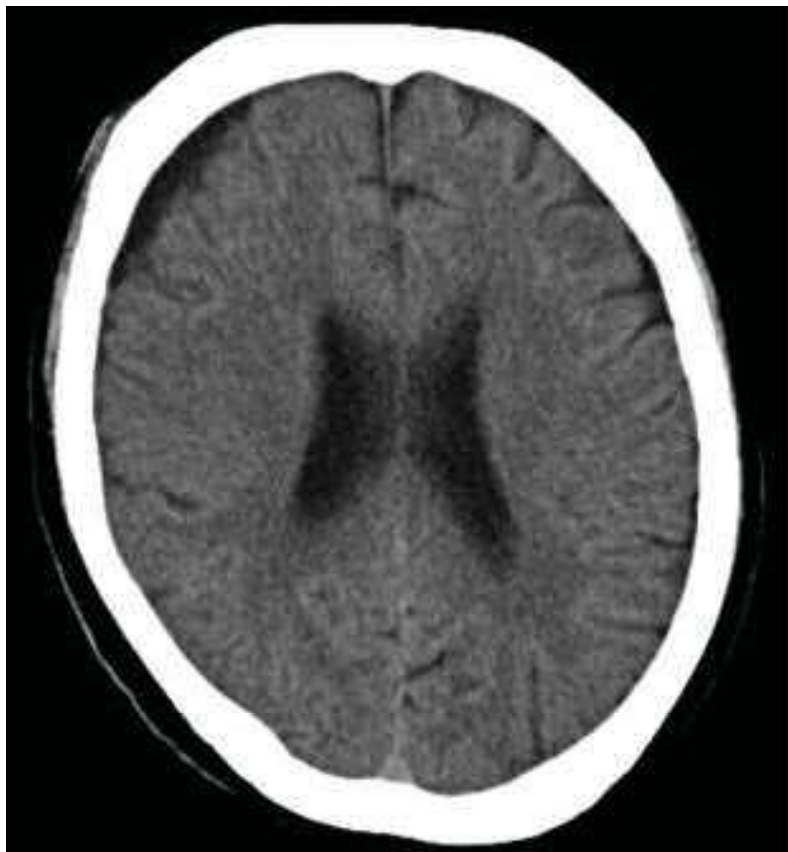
第43病日の頭部CT。血腫は消失し、わずかな硬膜下水腫の所見を認めるのみである。
